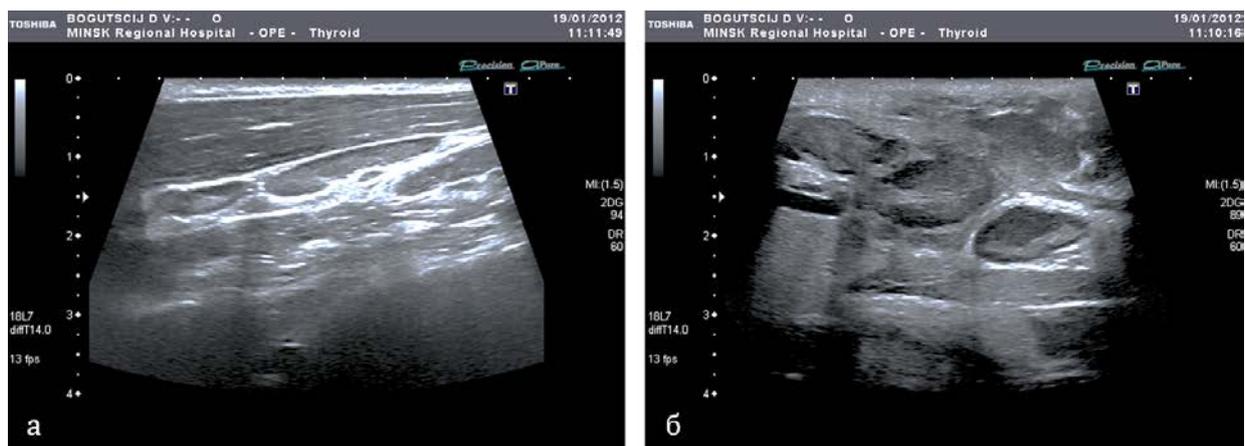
УЗИ мягких тканей шеи: а – межфасциальная флегмона, б – распространение флегмоны на глубокие клетчаточные пространства
